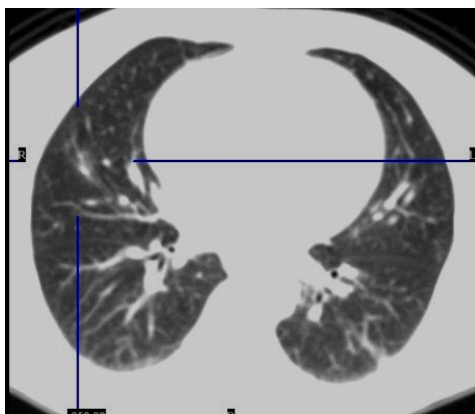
Corte de TC; nódulo paracardiaco derecho de aprox. 1.2 cm. de dm.
